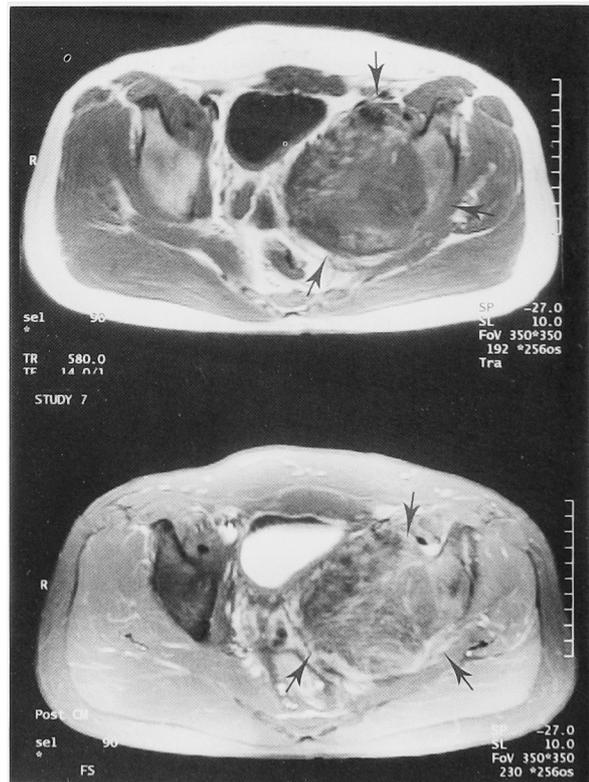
Horizontal MRI images (upper, TR 580 ms, TE 14 ms; lower, TR 500 ms, TE 14 ms) showed a mosaic lesion that compressed the bladder and the rectum on the pelvic bone, consistent with a metastatic tumor in Case 2 (arrows).
